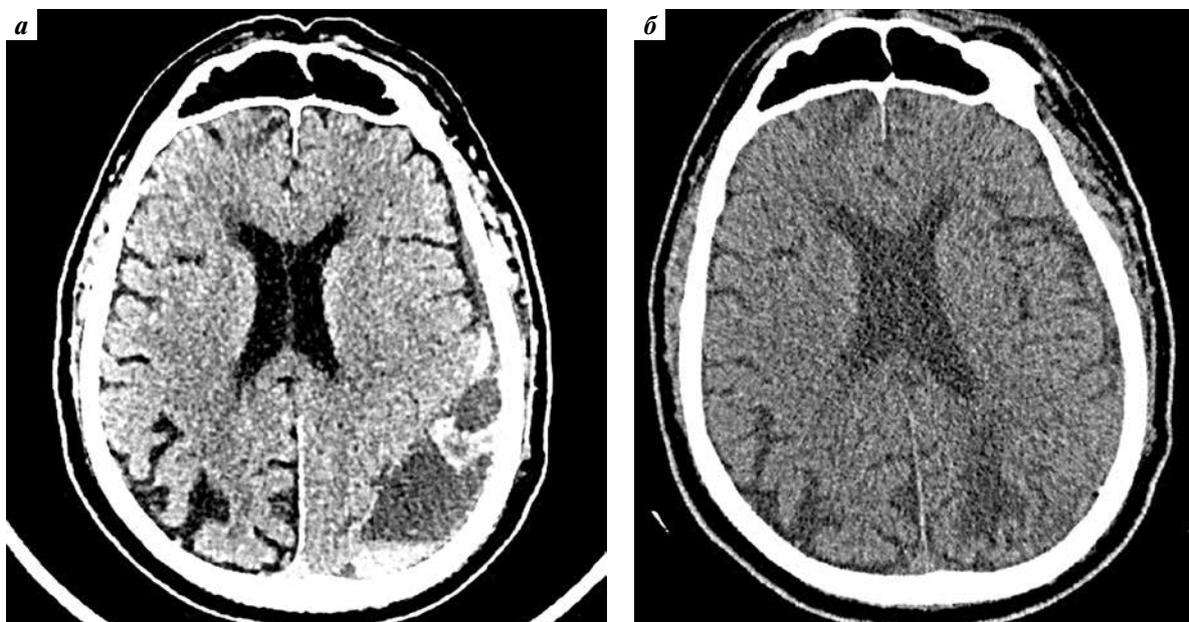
Компьютерная томография головного мозга. Аксиальный срез на уровне максимальной толщины хронической субдуральной гематомы: *а* – непосредственно до эмболизации; *б* – спустя 7 мес после эмболизации
